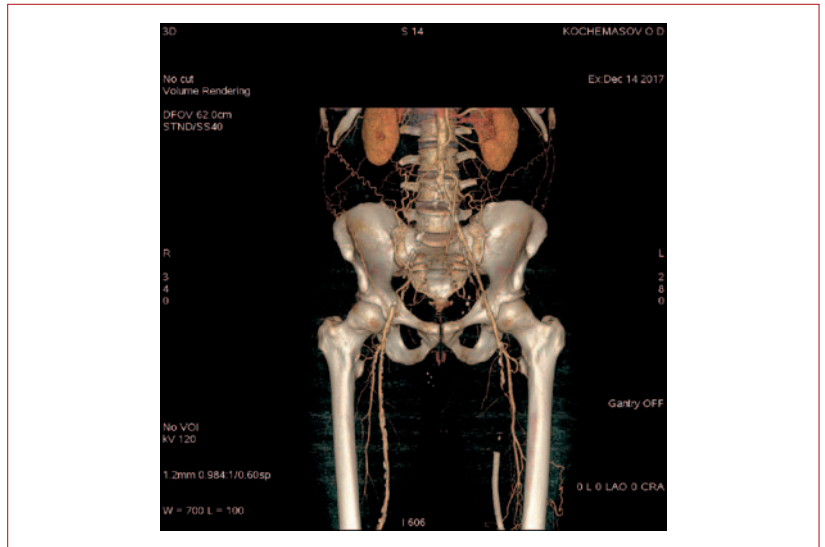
КТ-ангиография брюшной аорты и подвздошных артерий пациента К.
